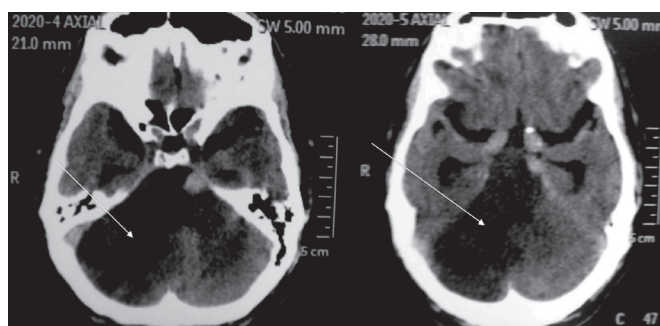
Tomografia computadorizada de crânio revelando extenso acidente vascular encefálico isquêmico vértebro-basilar.
